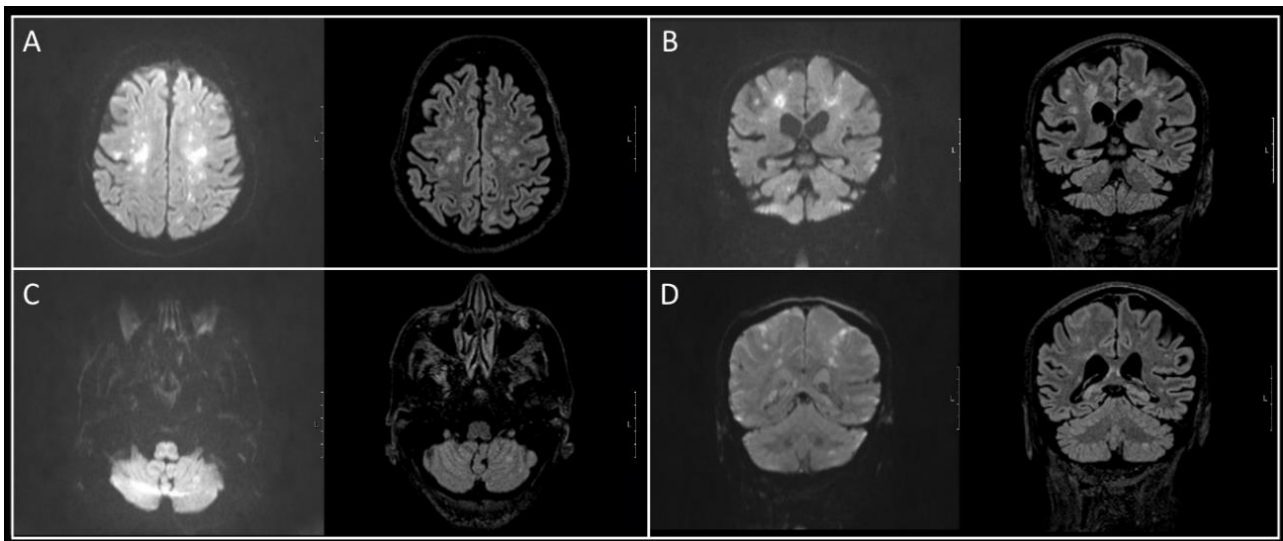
Brain MRI scans (in pairs, DWI to the left and T2-Flair on the right)
